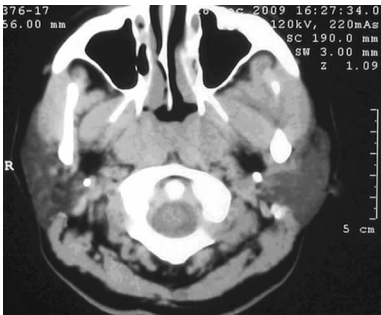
CT 平扫轴位显示鼻咽顶后壁及双侧壁软组织增厚
